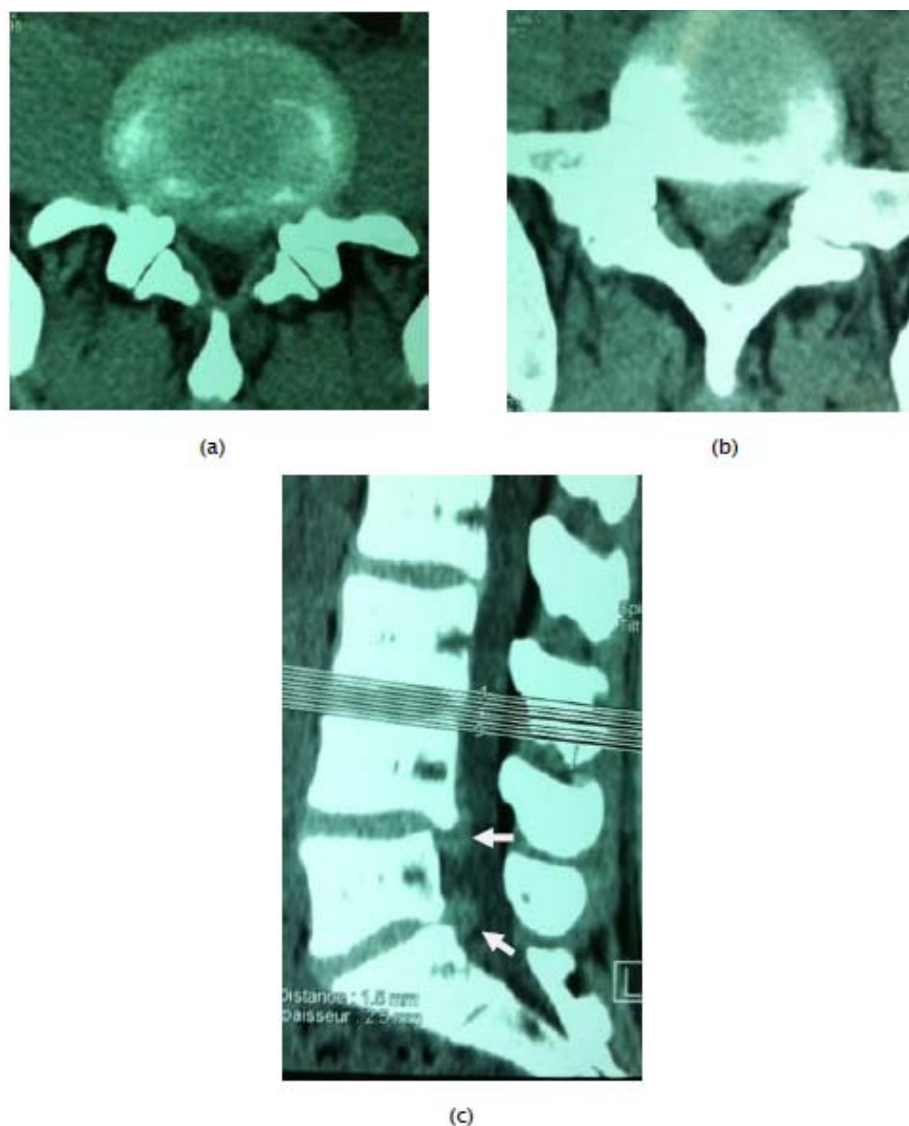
TDM du rachis lombo-sacré. Coupes axiales (a et b) et sagittale (c), montrant une double hernie discale L4–L5 et L5–S1.
